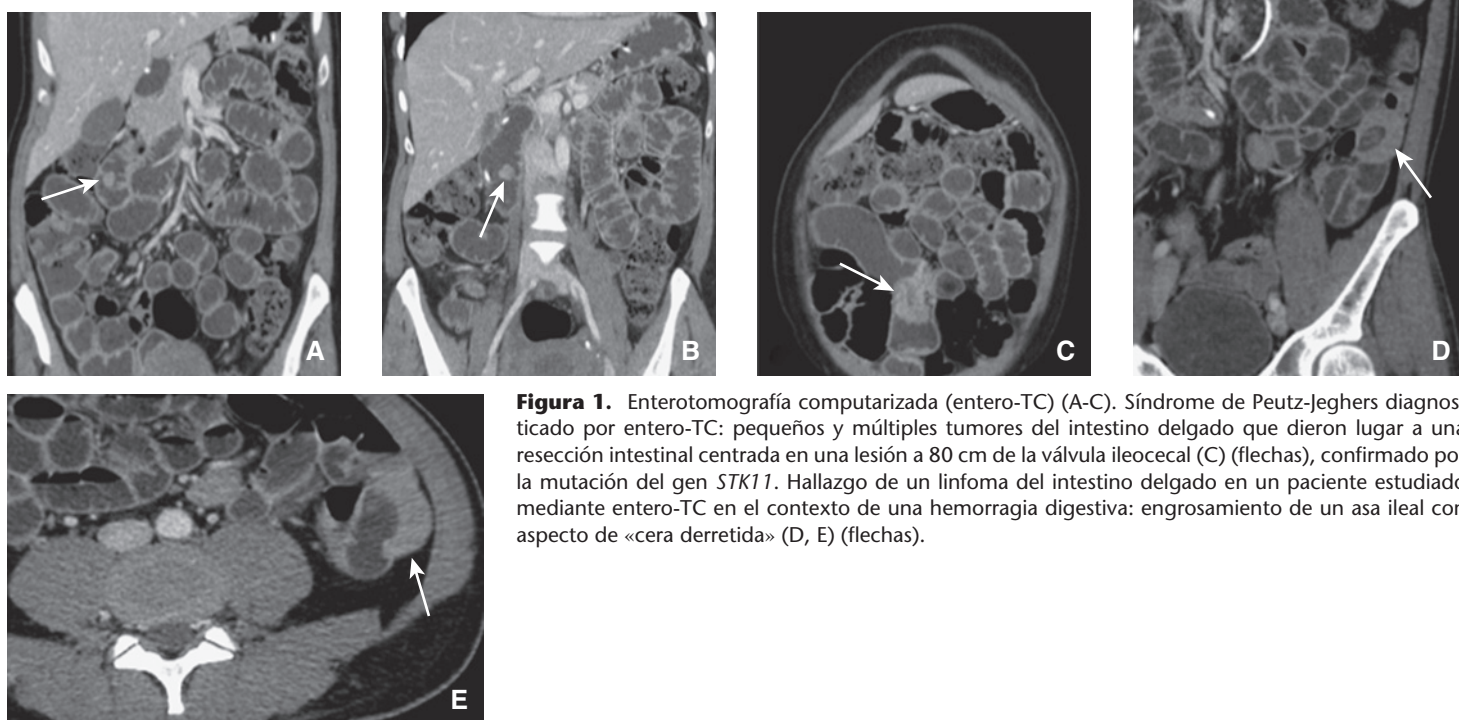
Enterotomografía computarizada (entero-TC) (A-C). Síndrome de Peutz-Jeghers diagnosticado por entero-TC: pequeños y múltiples tumores del intestino delgado que dieron lugar a una resección intestinal centrada en una lesión a 80 cm de la válvula ileocecal (C) (flechas), confirmado por la mutación del gen *STK11*. Hallazgo de un linfoma del intestino delgado en un paciente estudiado mediante entero-TC en el contexto de una hemorragia digestiva: engrosamiento de un asa ileal con aspecto de «cera derretida» (D, E) (flechas).
